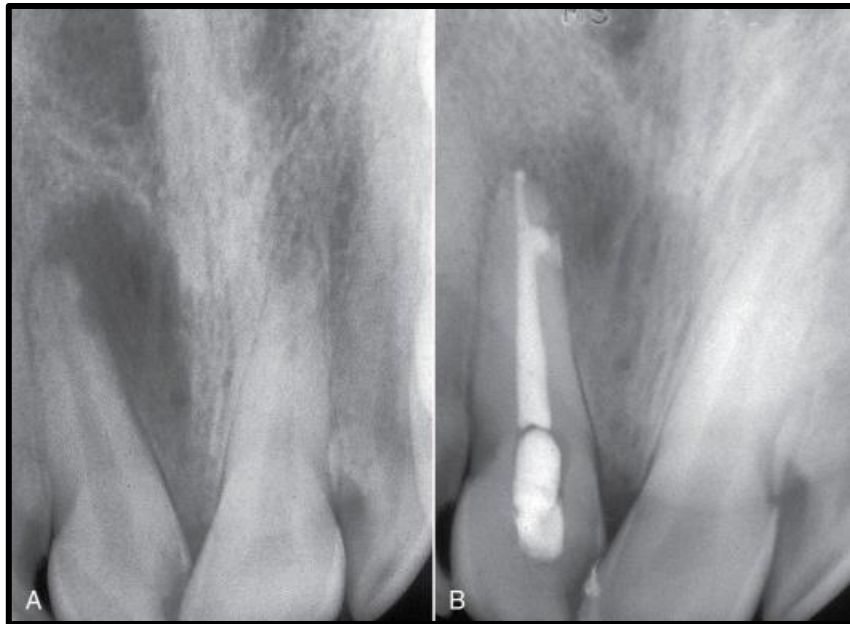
A. Radiografía periapical de un incisivo central superior con una lesión de origen endodóntico de más de 5 mm de diámetro. B. Radiografía periapical postoperatoria del incisivo central tras el tratamiento endodóntico. La extensa lesión endodóntica ha empezado a remitir si no se consigue, es mejor optar por la extracción y no repetir el tratamiento. ⁽²⁰⁾
